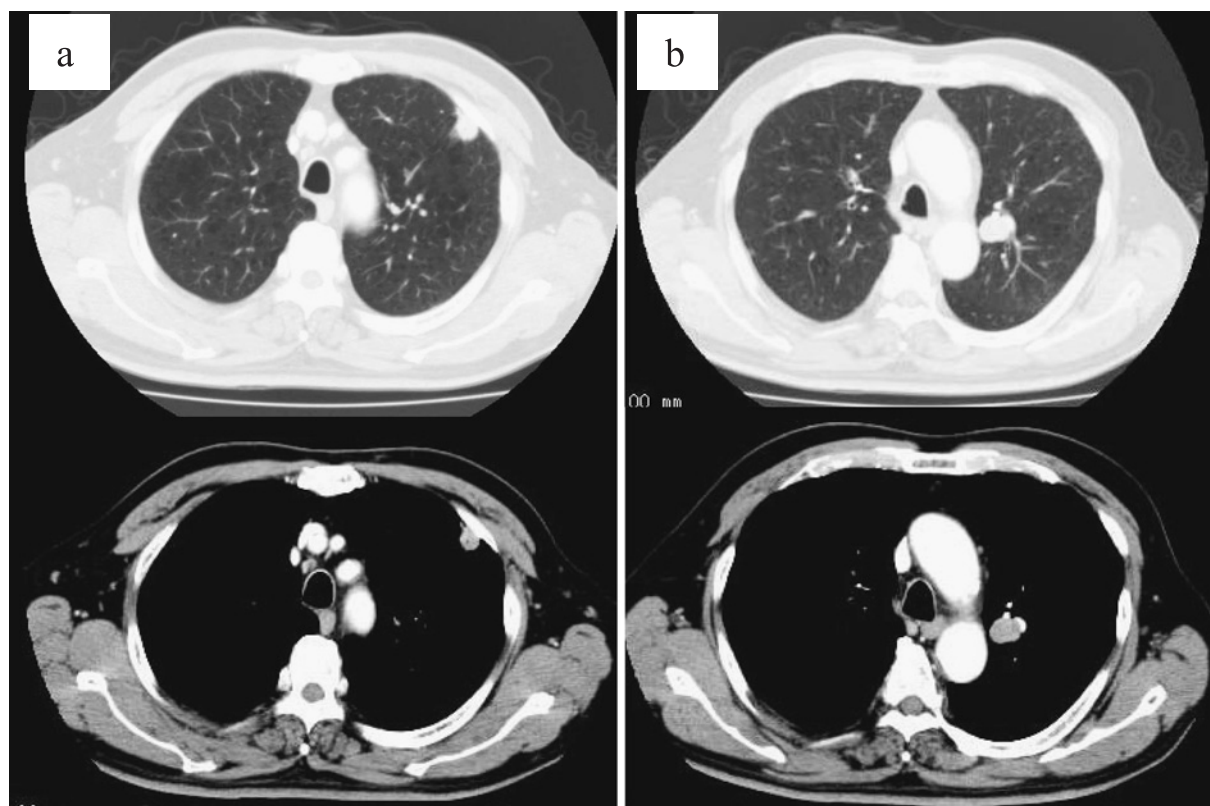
Contrast-enhanced chest CT revealed a primary tumor of the left S₃ peripheral region (a) and a nodular lesion with a smooth contour suggesting hilar lymphadenopathy (b).
